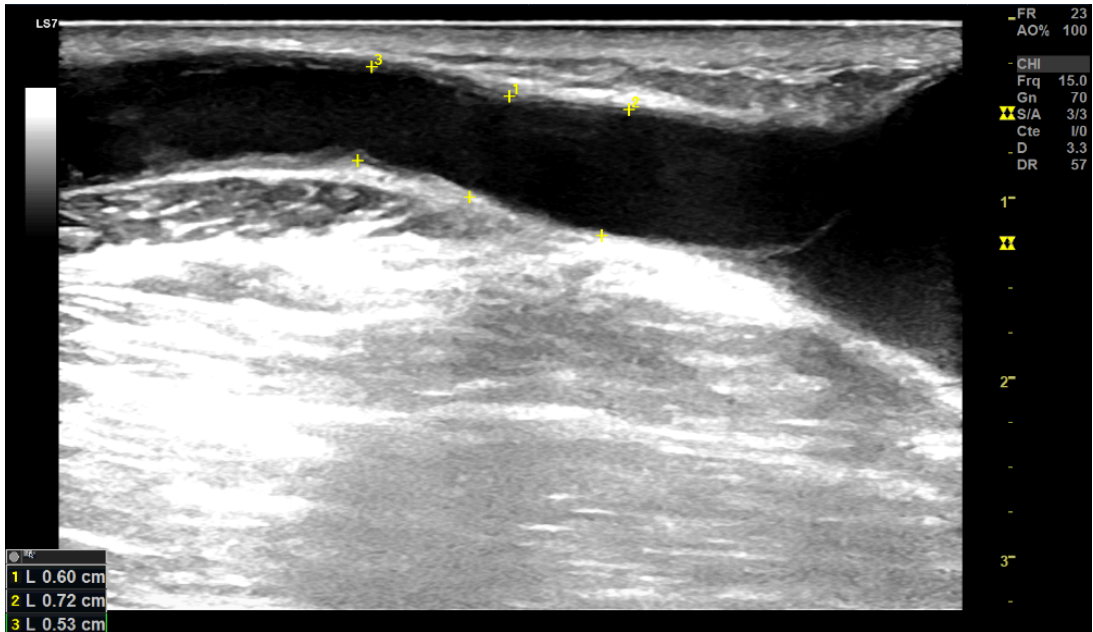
Échographie mode B montre le rétablissement du calibre de la veine à 6mm
